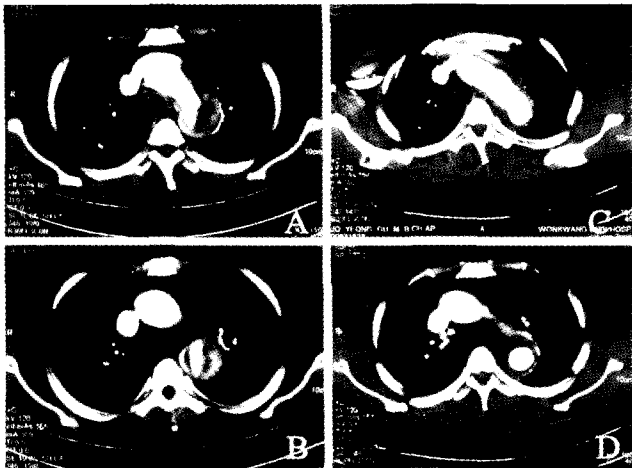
Preoperative and postoperative CT scans. Preoperative CT scans showed dissection that extends from the distal aortic arch to descending aorta (A, B) and postoperative CT scans replacement of the dissected aorta with a vascular graft (C, D).
